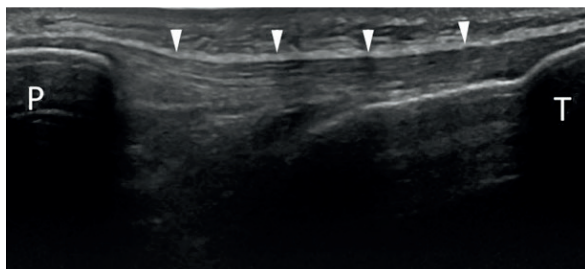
УЗИ сухожилия надколенника в продольной проекции<sup>2</sup>:
